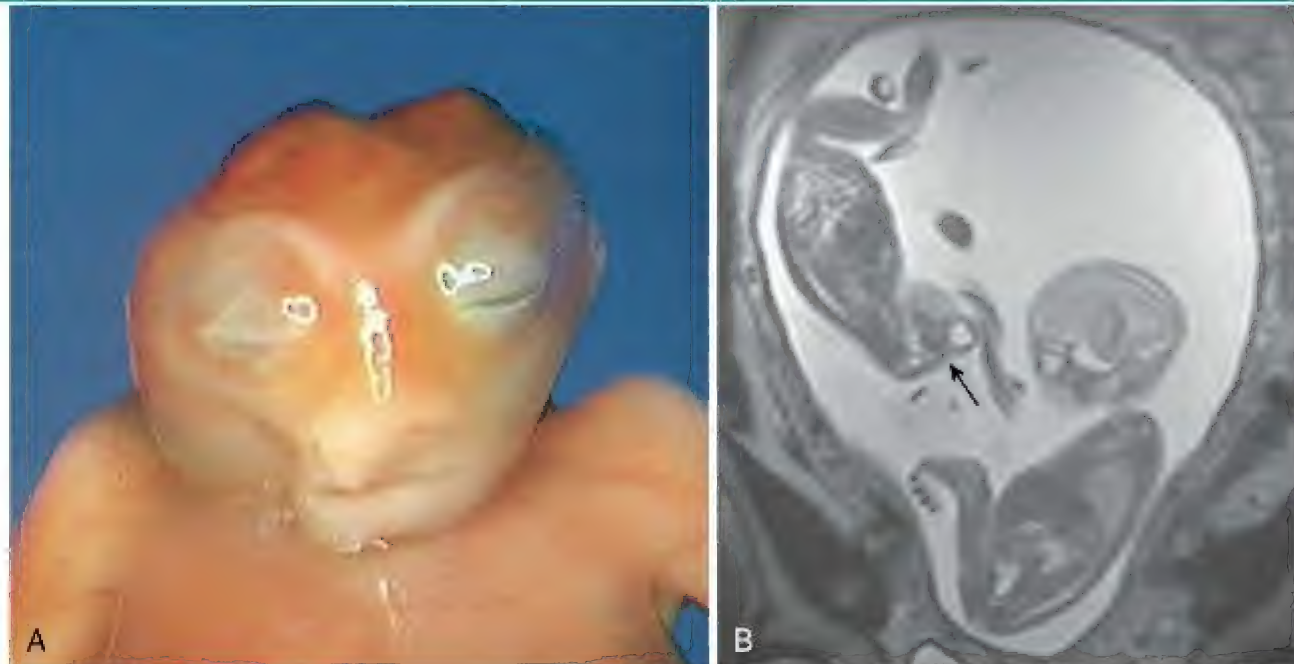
A, Um feto com meroencefalia (anencefalia). B, Imagem de ressonância magnética (RM) de gêmeos diamnióticos-monocoriônicos, sendo um com meroencefalia. Observe a ausência da calvária do gêmeo anormal e o âmnio do gêmeo normal. (A, Cortesia de Wesley Lee, M.D., Division of Fetal Imaging, Department of Obstetrics and Gynecology, William Beaumont Hospital, Royal Oak, MI. B, Cortesia de Deborah Levine, MD, Director of Obstetric and Gynecologic Ultrasound, Beth Israel Deaconess Medical Center, Boston, Massachusetts.)
